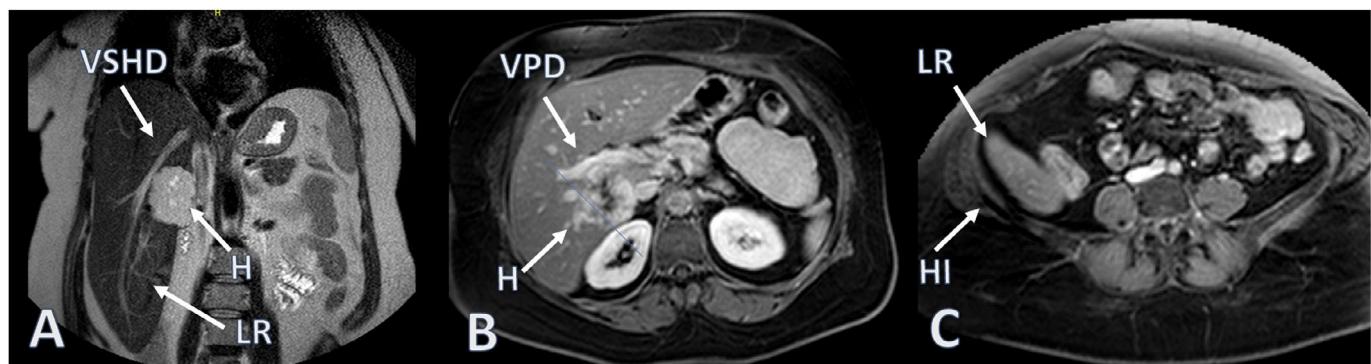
A) RMN: Imagen coronal. Se aprecia hemangioma en el segmento VI, el lóbulo de Riedel y su drenaje venoso por vena suprahepática derecha. VSHD: Vena suprahepática derecha. H: Hemangioma. LR: Lóbulo de Riedel. B) RMN: Imagen axial. Hemangioma (segmento VI) en contacto con la vena porta derecha. H: Hemangioma. VPD: Vena porta derecha. C) RMN: Imagen axial: se aprecia como el lóbulo de Riedel contacta hasta el hueso ilíaco. LR: Lóbulo de Riedel. HI: Hueso ilíaco.
